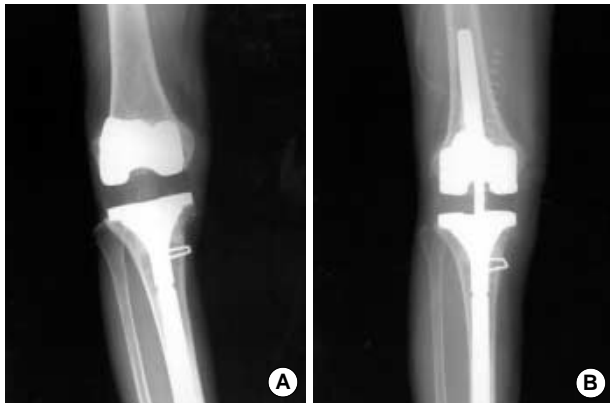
(A) On POD 4 years and 4 months, the radiographs showed aseptic loosening of femoral component and migration of femoral component. (B) The radiographs showed revision arthroplasty of femoral component.
